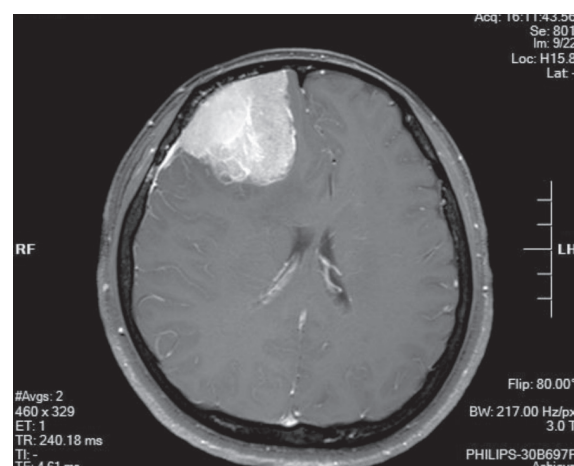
肿瘤呈现稍高信号影,邻近脑膜增厚并强化(病例2: MRI T1增强)
